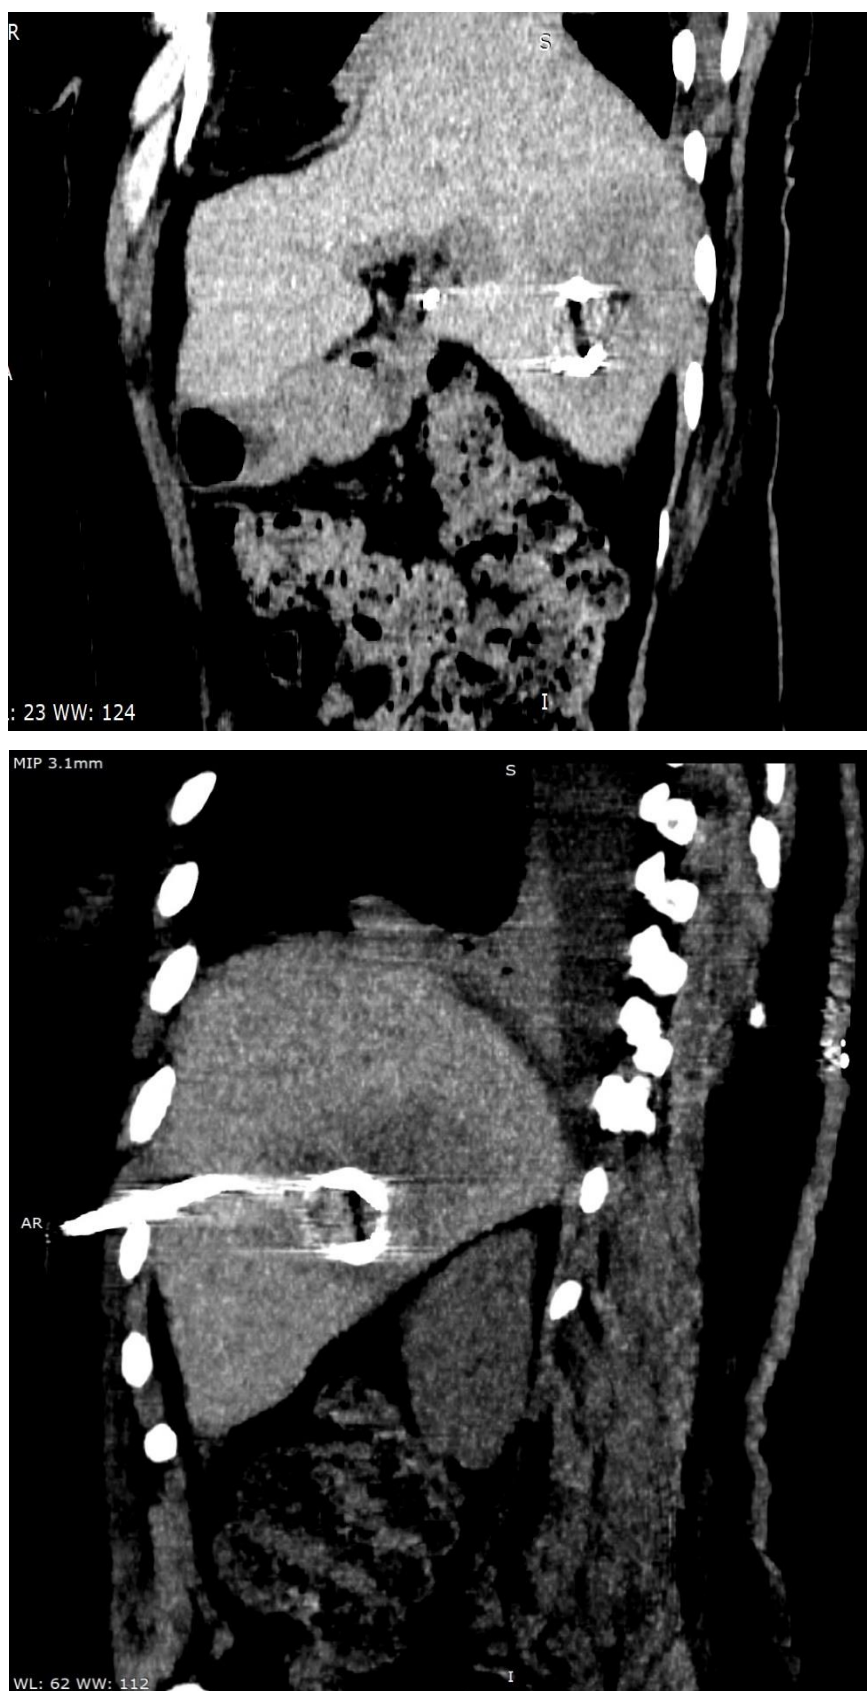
КТ состояние после дренирования абсцесса с остаточной полостью
